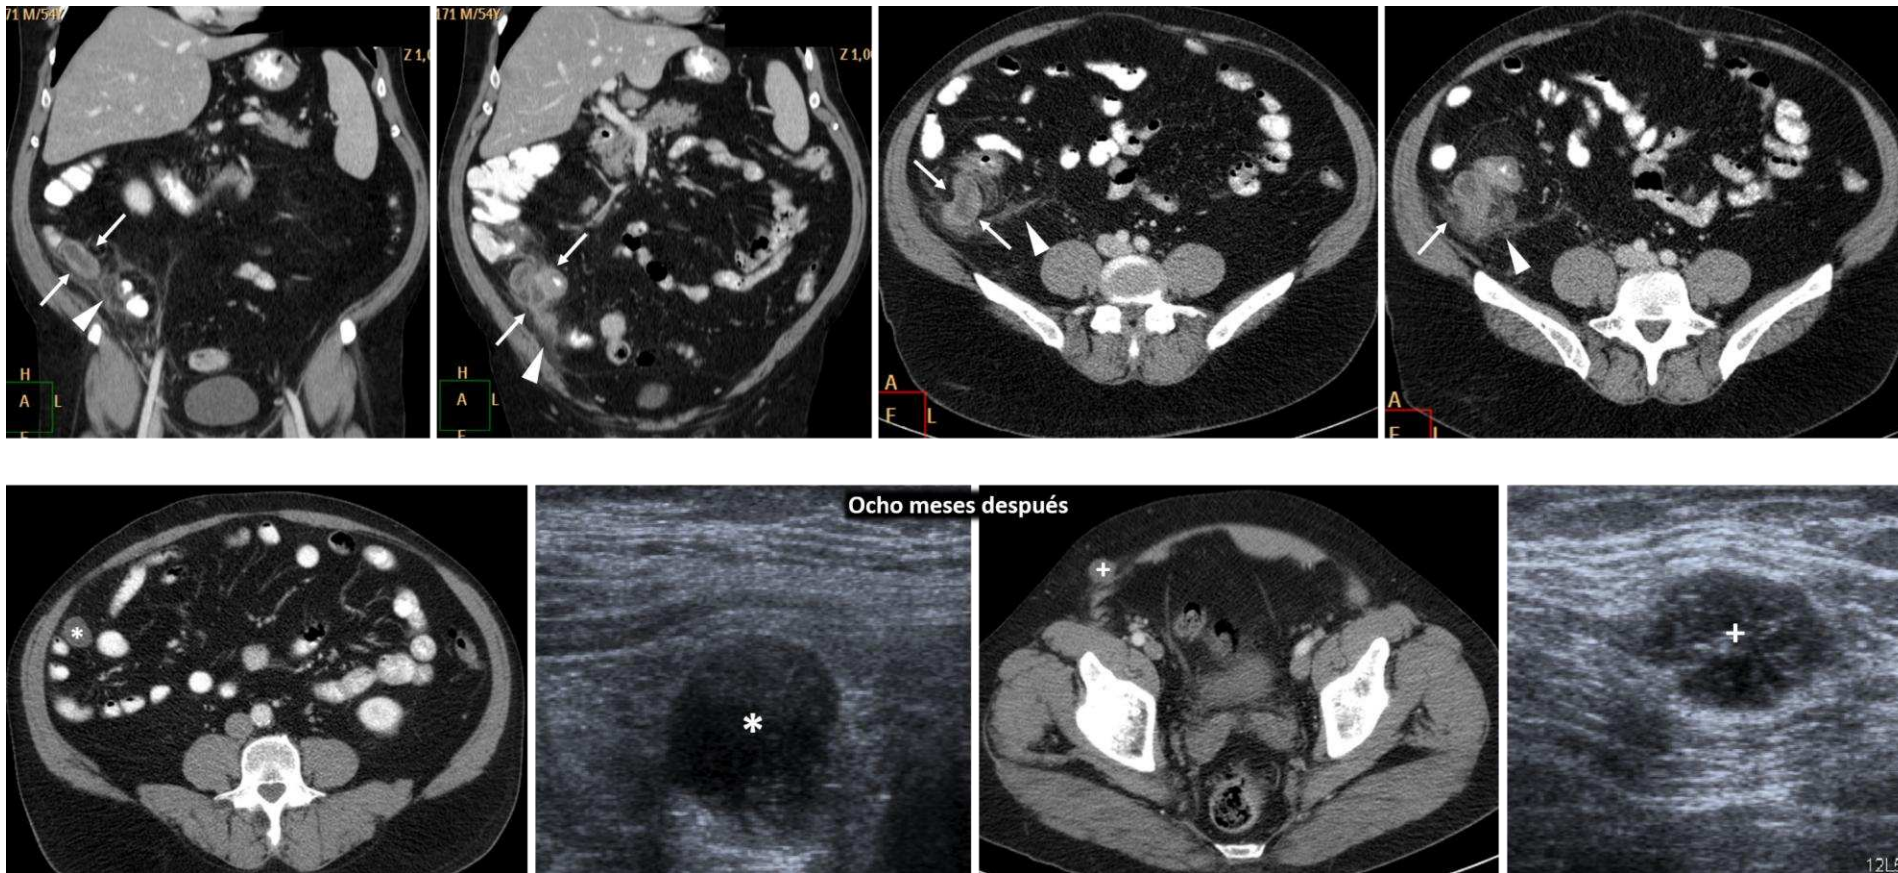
Mucocèle apendicular por adenocarcinoma apendicular G2 sin células en anillo de sello. Varón de 54 años con molestias abdominales vagas y leucocitosis leve. Fila superior. En ecografía (no mostrada) y TC programadas (con contraste oral positivo) se aprecia un apéndice dilatado con límites irregulares y pared captante (flechas), rodeada de grasa tumefacta y con tractos atenuantes (cabezas de flecha). Ante la discordancia clínico-radiológica y la dilatación apendicular se sugiere la posibilidad de mucocèle, sin descartar neoplasia mucinosa subyacente. Se realiza apendicectomía simple laparoscópica. Ocho meses después (fila inferior) se comprueba recidiva neoplásica en forma de varios nódulos mucinosos intraperitoneales (*) y en la pared en la región quirúrgica (+), hipoatenuantes y con ecogenicidad intermedia.
